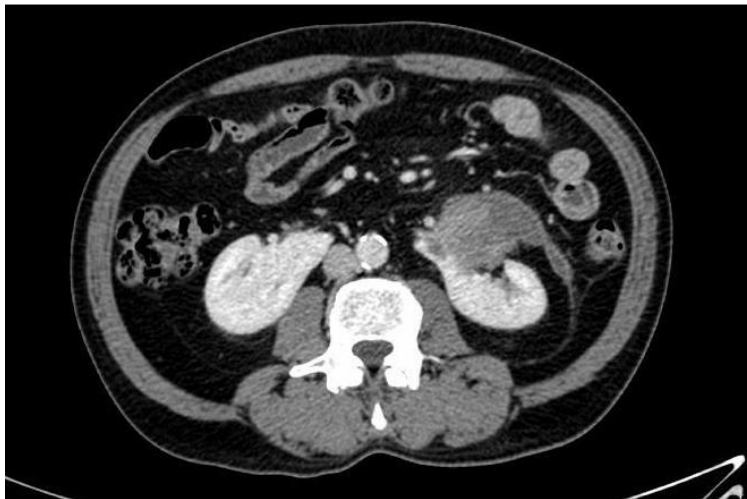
Tomografía computarizada: masa de 6 cm en la cara anterior del hemirriñón izquierdo.
